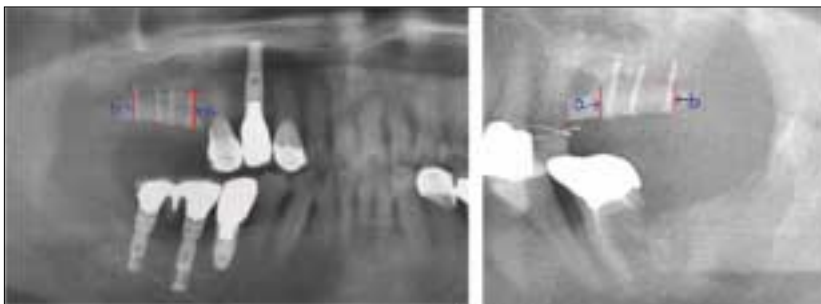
Measurement of grafted bone. a: Reference Point of mesial measurement. b: Reference Point of distal measurement Radiographic height of grafted bone = (a+b)/2
